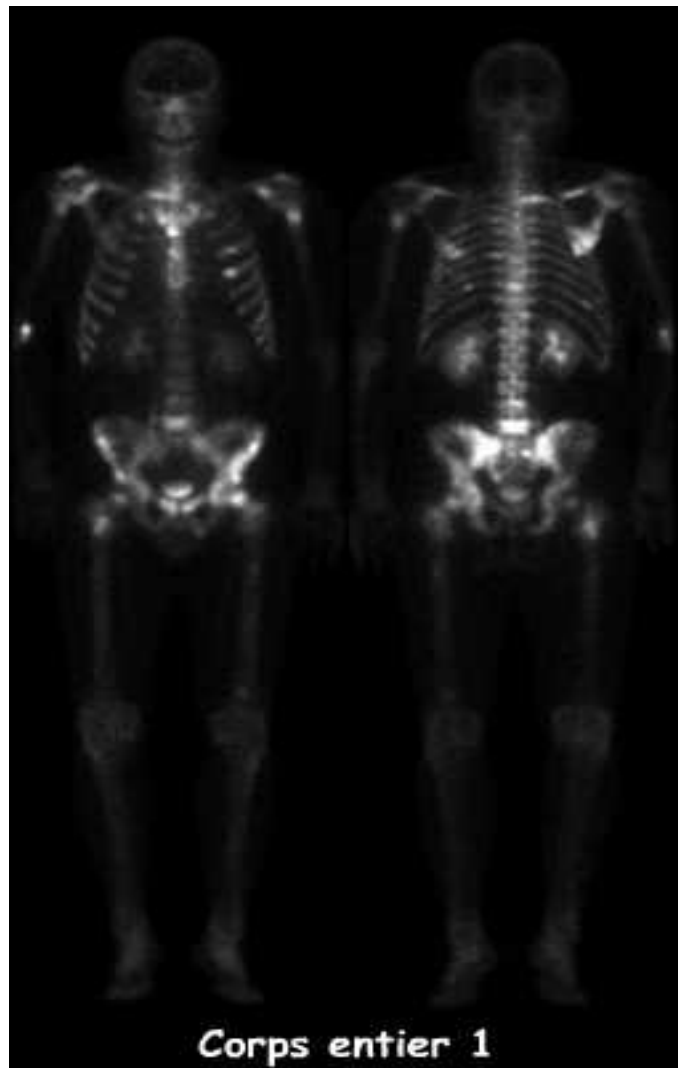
La scintigraphie osseuse corps entier (68)
